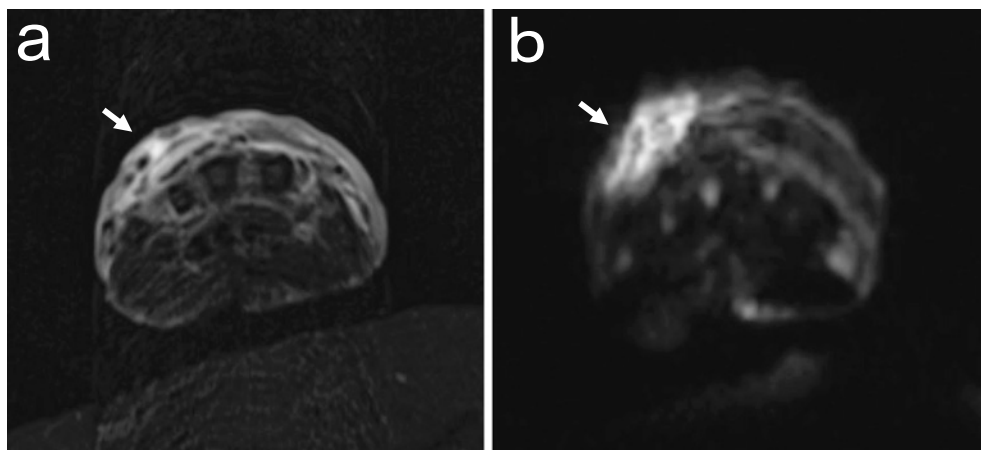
Magnetic resonance imaging (MRI), showing a high intensity area (white arrows) of subcutaneous tissue on the ulnar aspect of the left hand on T2-STIR (short TI inversion recovery) (a), and on DWI (diffusion weighted image) (b).
